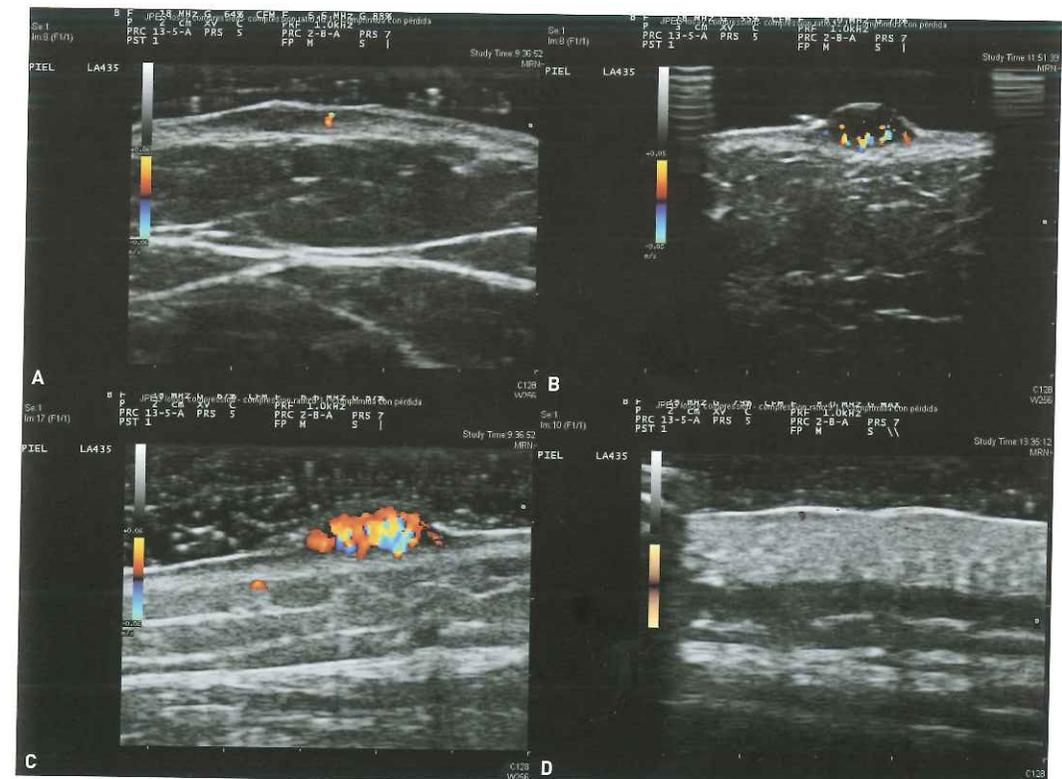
Doppler color con vascularización limitada (A), abundante (B, C). Doppler power con vascularización limitada (un vaso) (D).
